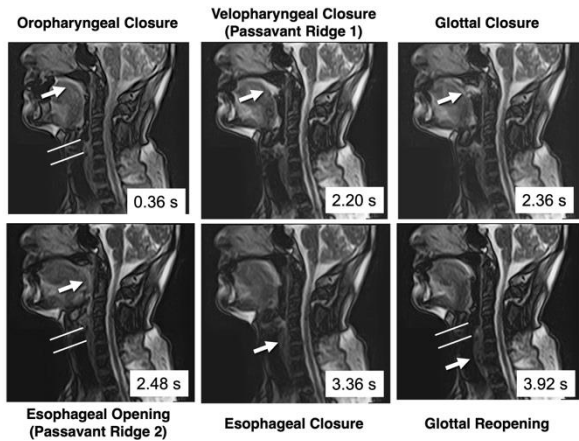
舌癌患者の術後における嚥下時の超高速撮像 MRI
